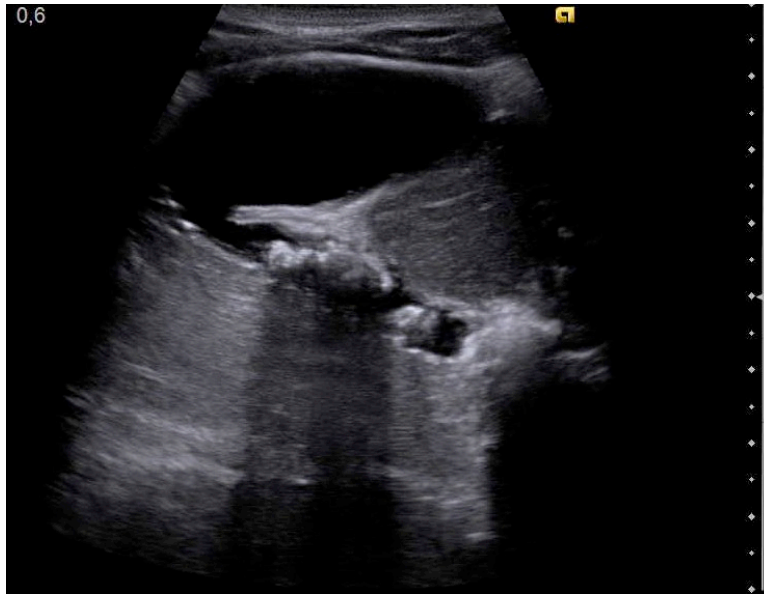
Typisches Sonografiebild mehrerer Gallenblasensteine mit ausgeprägtem Schallschatten.
